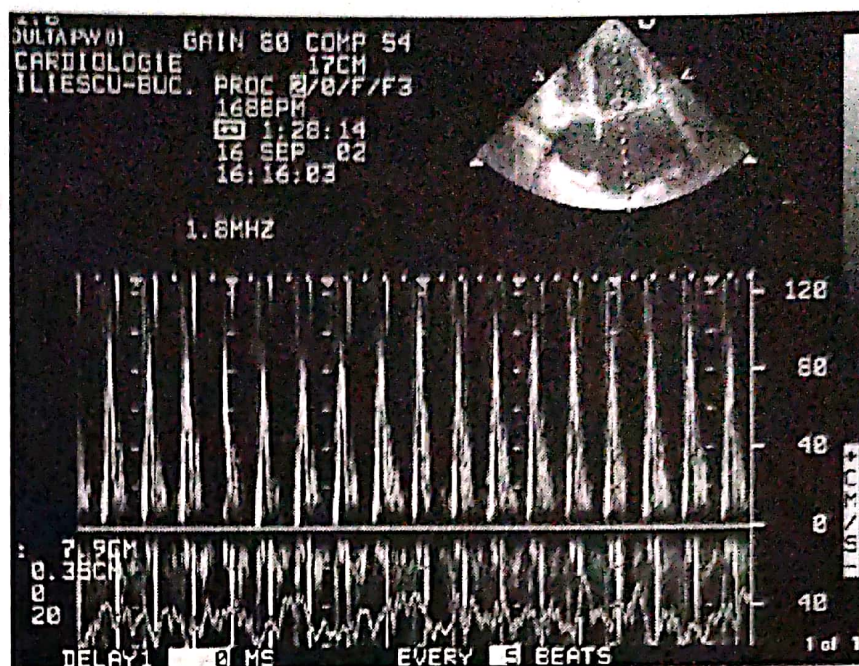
Examinare Doppler PW a fluxului transmitral, înregistrată cu viteză de derulare redusă (25 mm/sec). Se observă variabilitatea respiratorie spontană patologică a vitezei undelor E (>20%).
